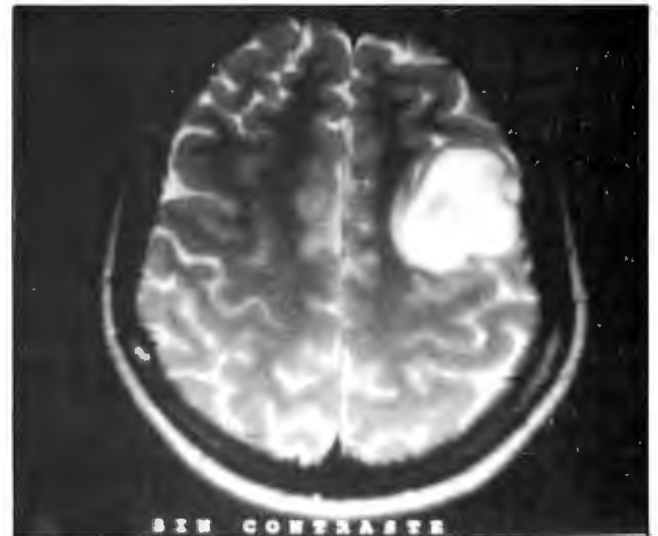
Caso 6. IRM T2. - Congruencia T1-T2
